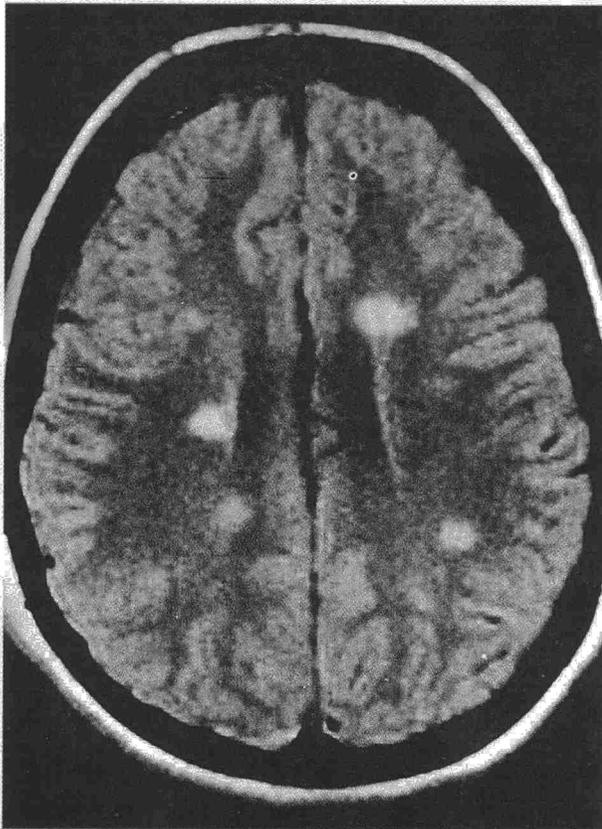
Resonancia magnética nuclear cerebral en la que se observan múltiples lesiones hipointensas a nivel subcortical y paraventricular.
